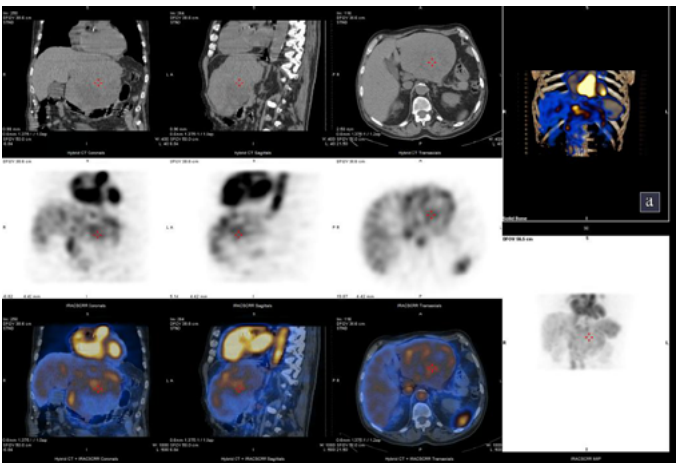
Estudio gammagráfico multifase y SPECT-TC abdominal en el que se observa que la lesión hepática muestra acúmulo progresivo del trazador (hematíes marcados con 99m-Tc) sugestivo de hemangioma.
